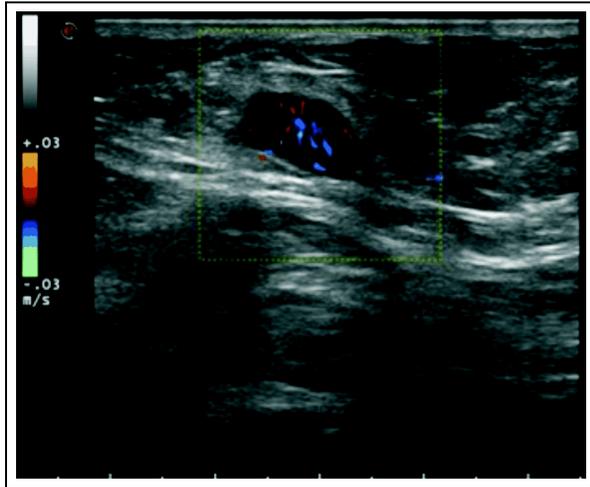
Doppler color. Vasos en la corteza engrosada. BRN-4.
